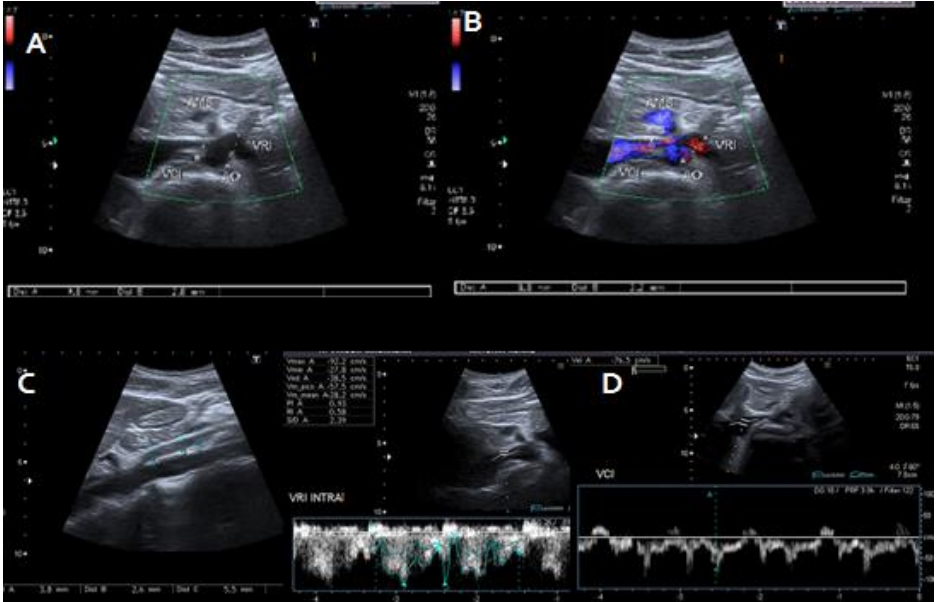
La ecografía en modo M y Doppler muestran compresión extrínseca de VRI entre la Ao y AMS en vistas transversales, sagitales y Doppler.
